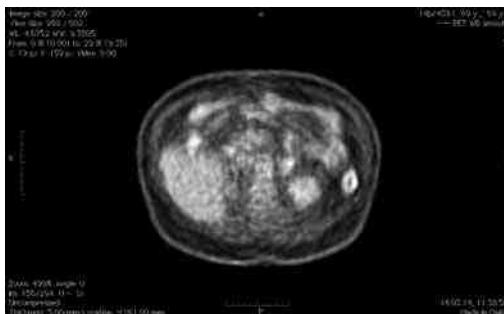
ПЭТ. Небольшая феохромоцитома левого надпочечника
